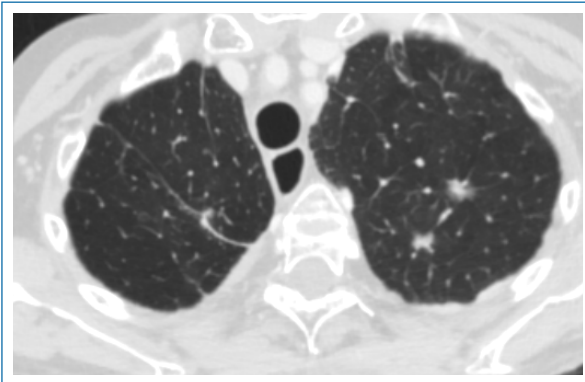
Reevaluación radiológica (tomografía computarizada torácica) tras tratamiento prolongado con osimertinib, con respuesta parcial mantenida, reducción de las lesiones pulmonares y desaparición del derrame pleural.
